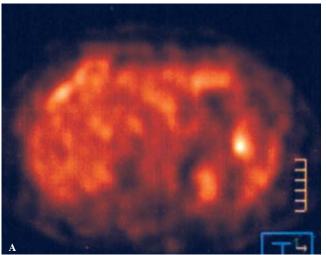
Imágenes de PET Scan. Lesión nodular de pared gástrica a nivel de fondo con aumento en la actividad metabólica con SUVmax de 3.4.
